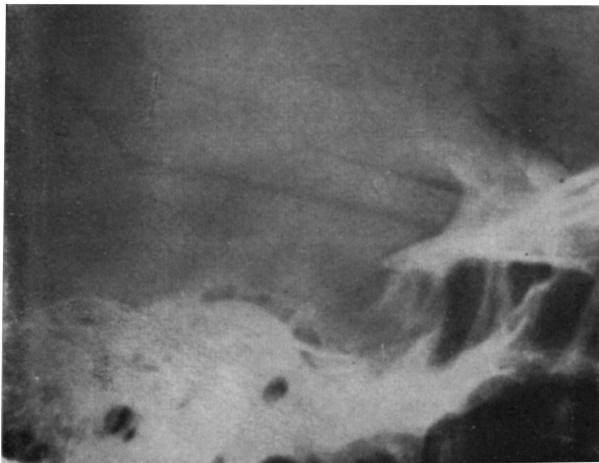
Caso J. L. Radiografia do crânio: aumento dos diâmetros selares e erosão do assoalho.
